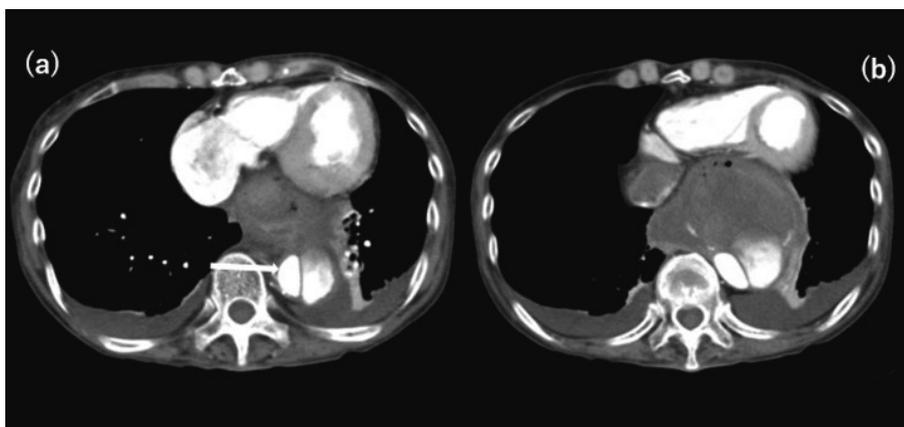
症例の造影CT：a, b：解離性大動脈瘤（矢印）および縦隔を占拠する粗大な血腫。瘤および食道の輪郭は不明瞭で、術前診断では食道内への血腫の穿通を読影することは困難であった。
